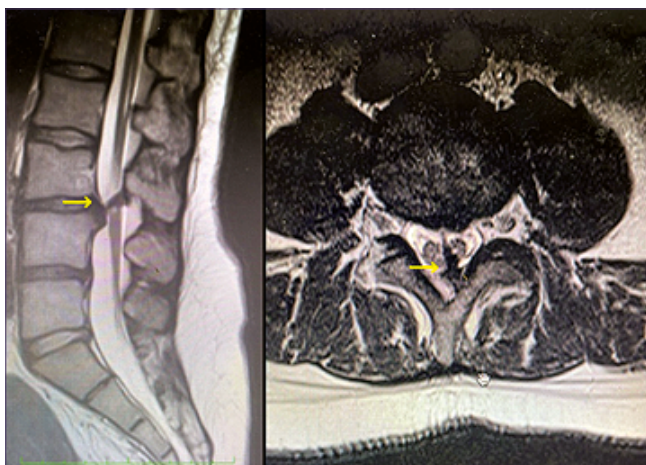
RM de columna lumbar que impresiona diastematomielia a nivel L3-L4. Espolón óseo (flecha amarilla).
